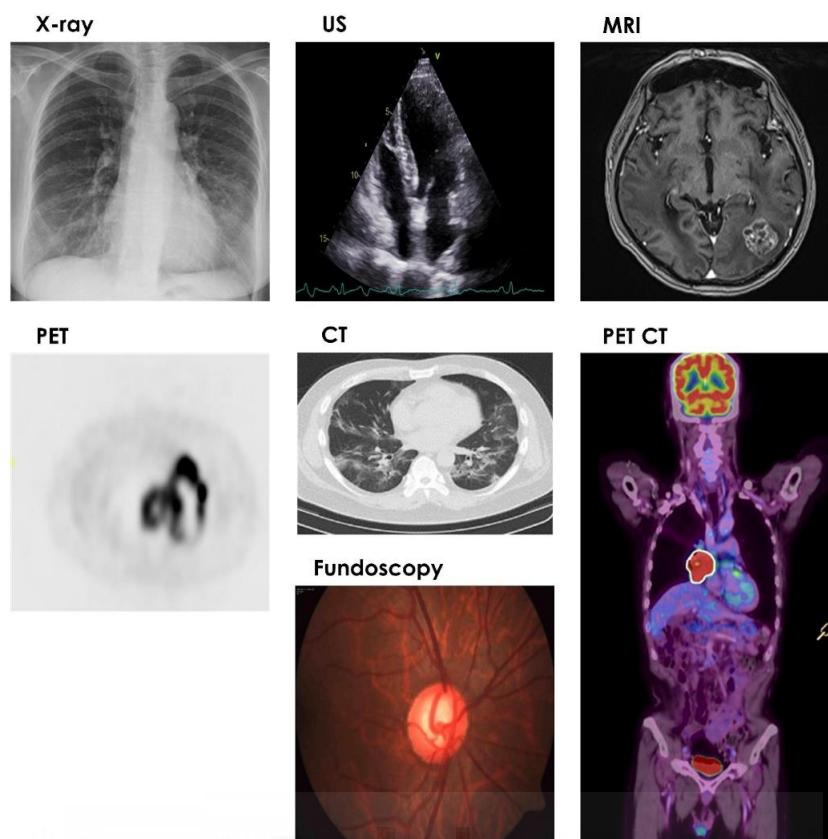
Modalidades habituales de imagen médica: rayos X, ultrasonido, resonancia magnética, tomografía por emisión de positrones, tomografía computarizada, tomografía por emisión de positrones-tomografía computarizada, fundoscopia [2.11].
